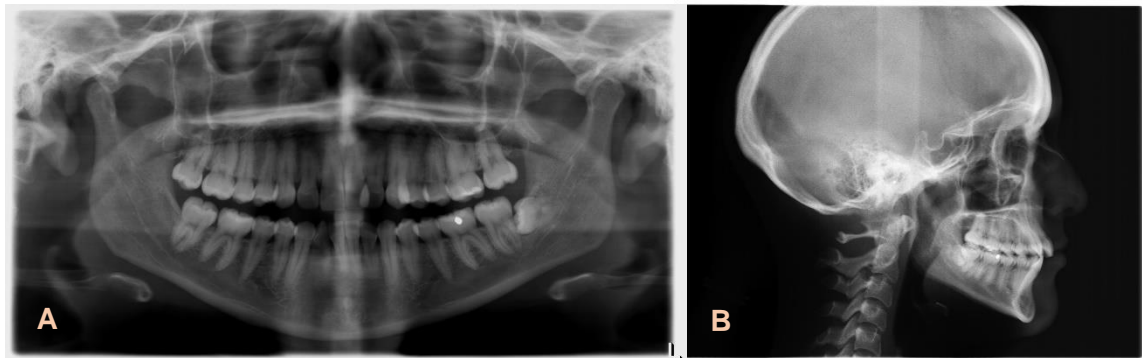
Tipos radiografías extraorales. A) Radiografía panorámica paciente adulto. B) Radiografía Teleradiografía. (Cortesía: Dra. Torrealba T.).
